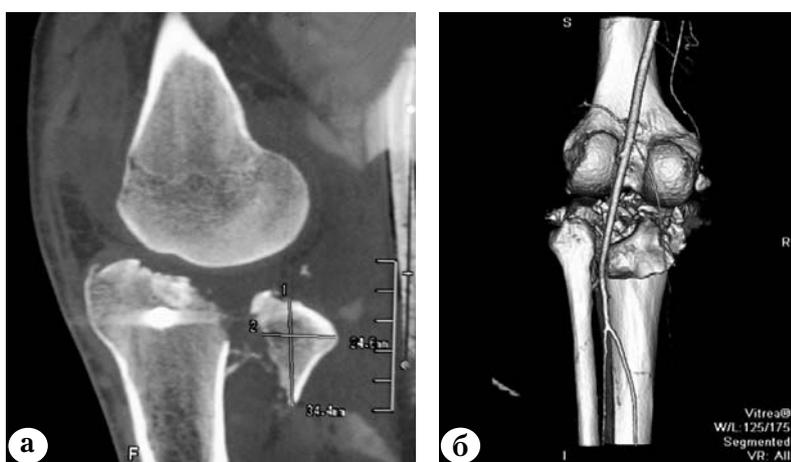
Компьютерные томограммы левого коленного сустава больного И. до операции:
